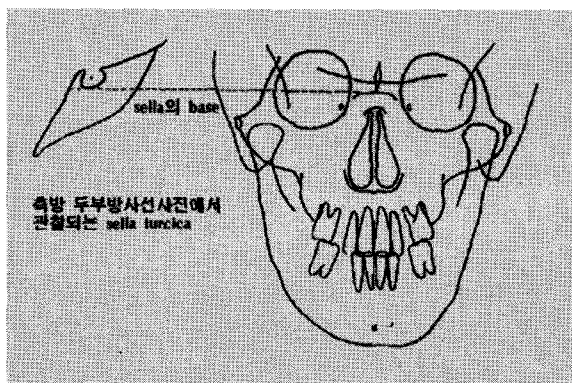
전후방 방사선사진에서 관찰되는 sella turcica의 판독 방법.
